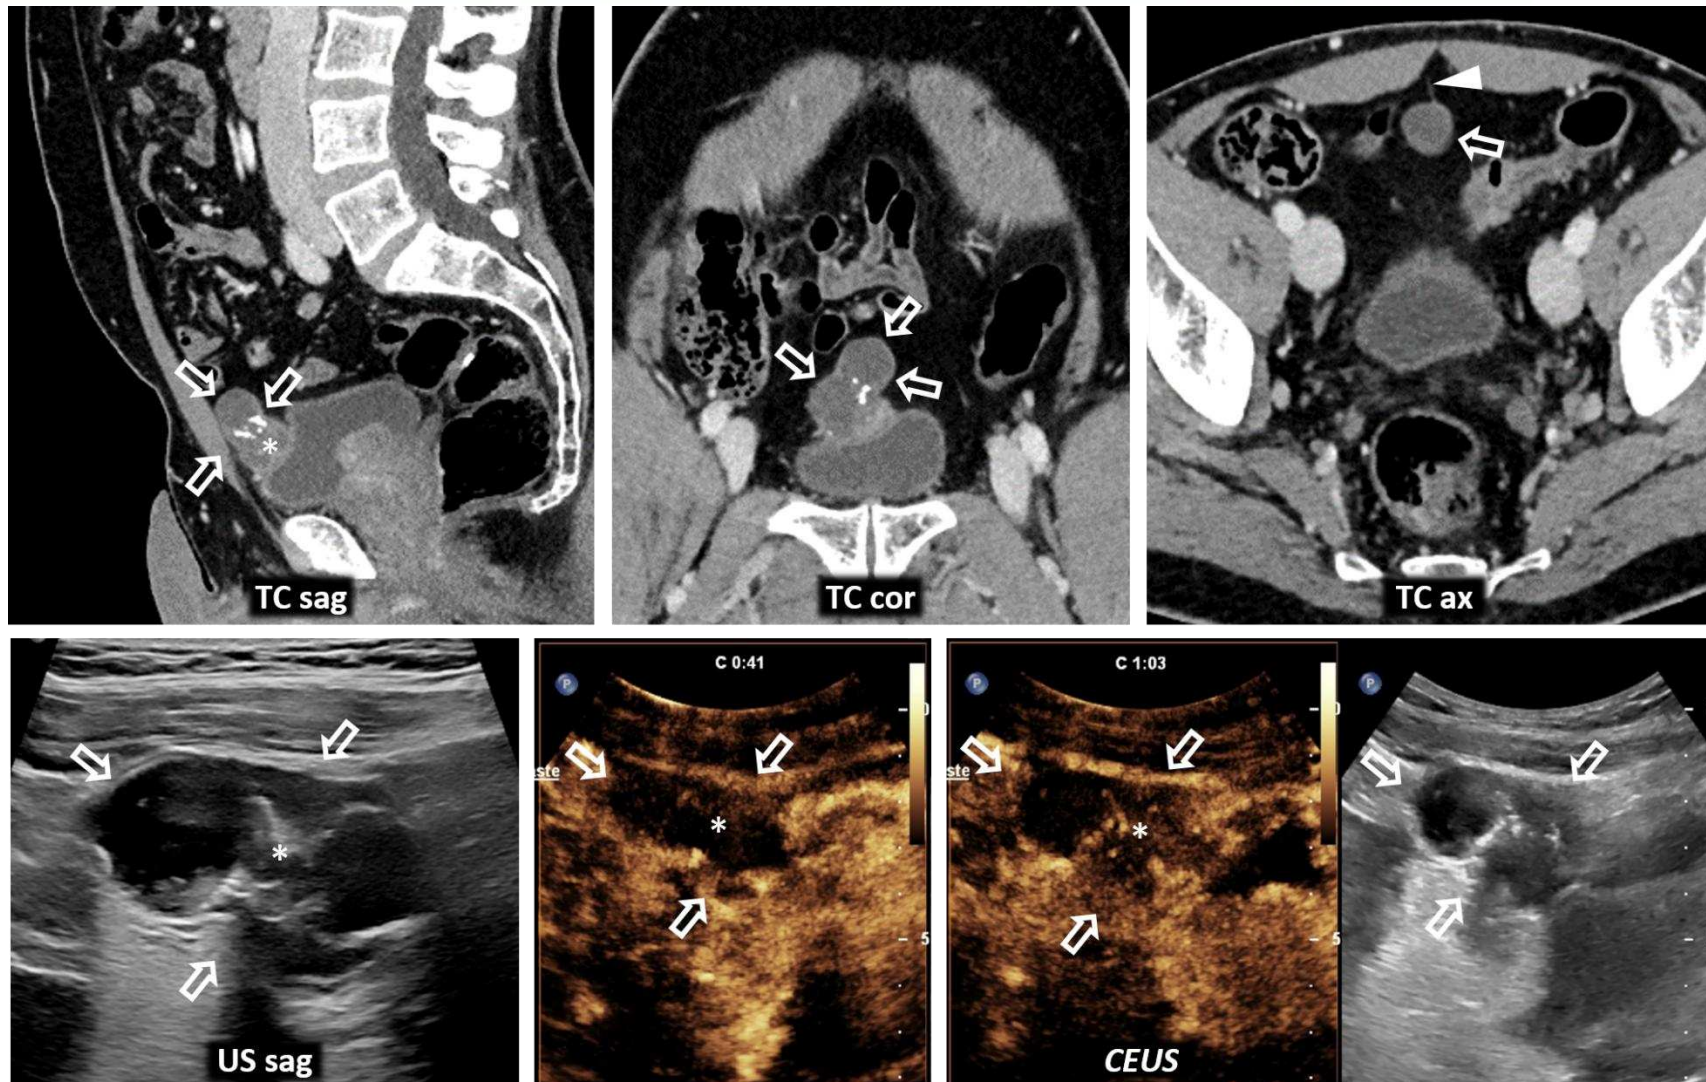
Cistoadenocarcinoma mucinoso de bajo grado de uraco en varón de 53 años. Lesión nodular lobulada (flechas huecas) con calcificaciones, áreas quísticas y componente sólido (*) que se demuestra mejor en *CEUS*, con realce a los 63 segundos, no presente a los 41. Véase su relación con el uraco (cabeza de flecha) en la imagen axial de TC.
